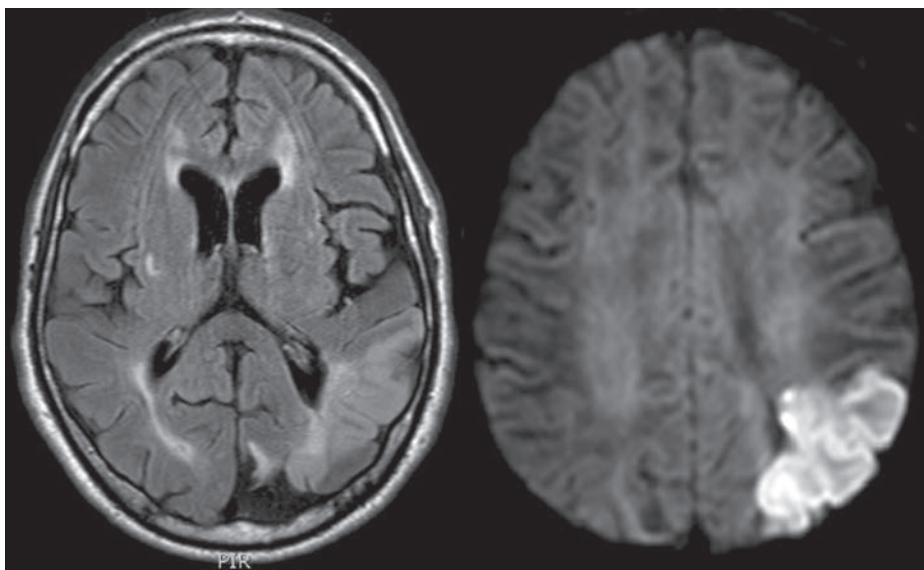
МРТ головного мозга больного с акустико-гностической афазией. Картина ишемического инфаркта в левой височно-теменной и частично затылочной области
